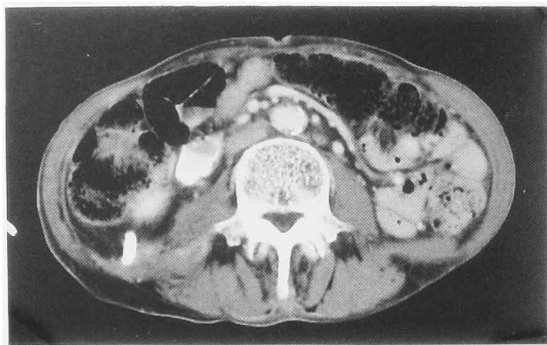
CT indicates the reduction of psoas abscess in size after drainage.
